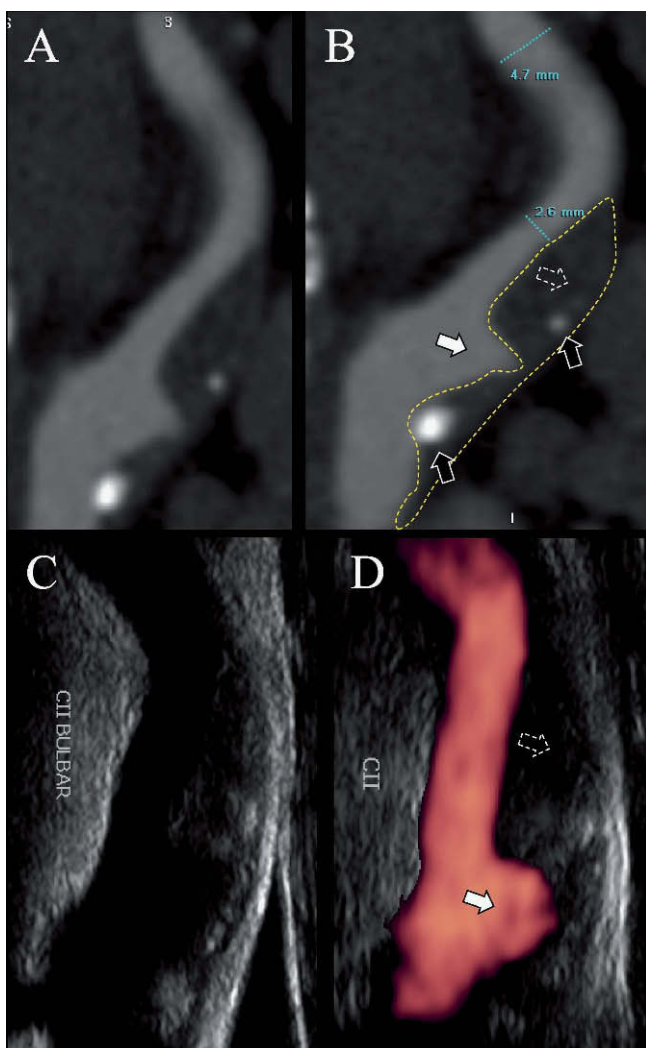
Ecodoppler con power-doppler y angiografía de arteria carótida interna. A y B: tomografía computarizada multicorte de la arteria carótida interna, que muestra una estenosis a nivel bulbar por una placa con componente fibrolipídico (flechas punteadas), escaso componente cálcico (flechas negras) y una gran úlcera (flechas blancas). C y D: la misma arteria evaluada por eco doppler (C) y power-doppler.
